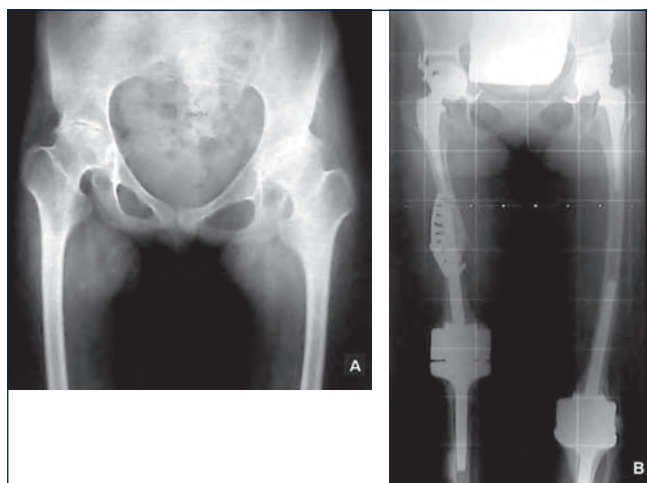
(a, b). Radiografia preoperatoria (a). Dopo 11 anni dall'impianto bilaterale di anca (e delle ginocchia) (b) notare l'accorciamento femorale destro per pseudartrosi angolare mediolaterale.
